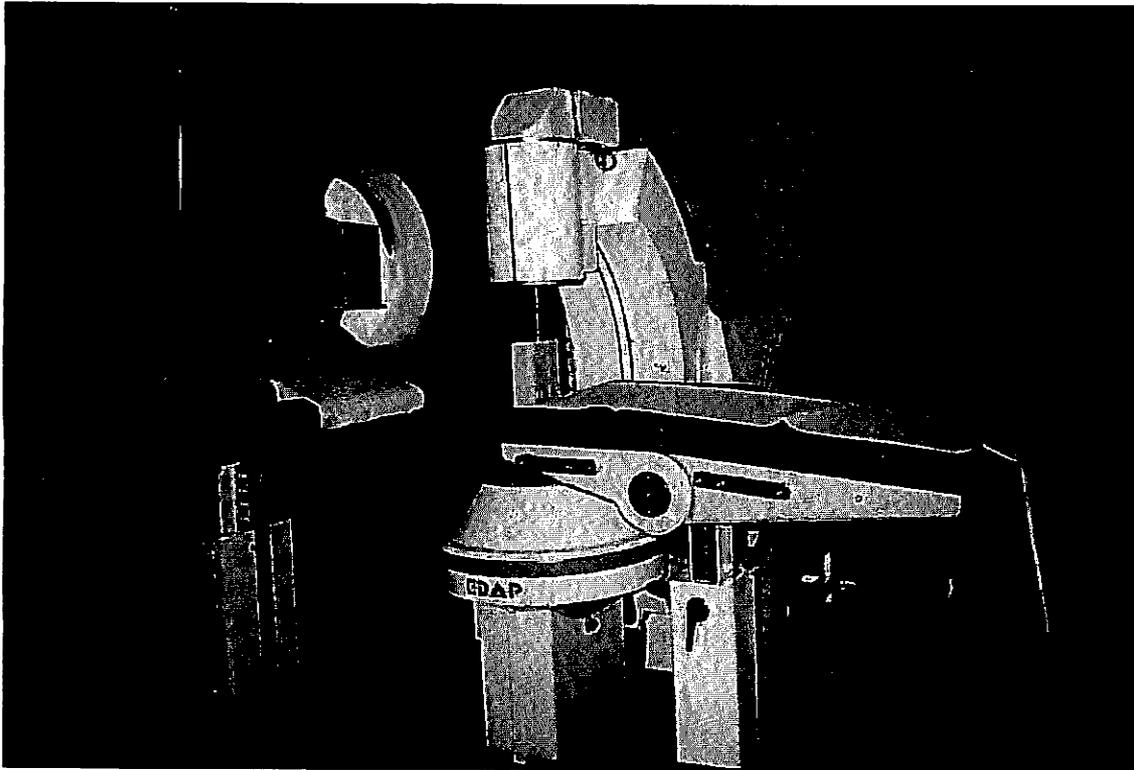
Lithotriporteur EDAP. Ondes piézoélectriques. Repérage échographique. Nouvelle génération (repérage radiographique couplé).
